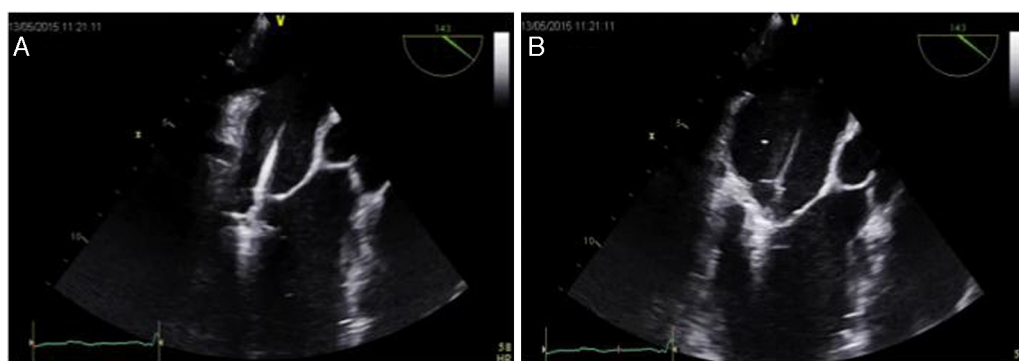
El ecocardiograma transesofágico donde se muestra en: A) La posición del MitraClip abierto para atrapar ambas valvas de la mitral, y B) Ambas valvas han sido capturadas por el MitraClip y este es cerrado para determinar el adecuado cierre mediante el Doppler.
